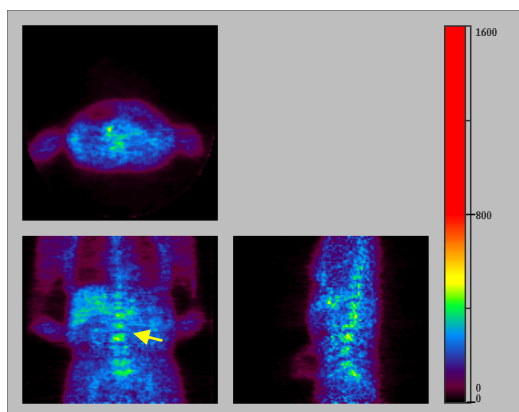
慢性関節リウマチ患者(71歳女性)における BF227-PET
